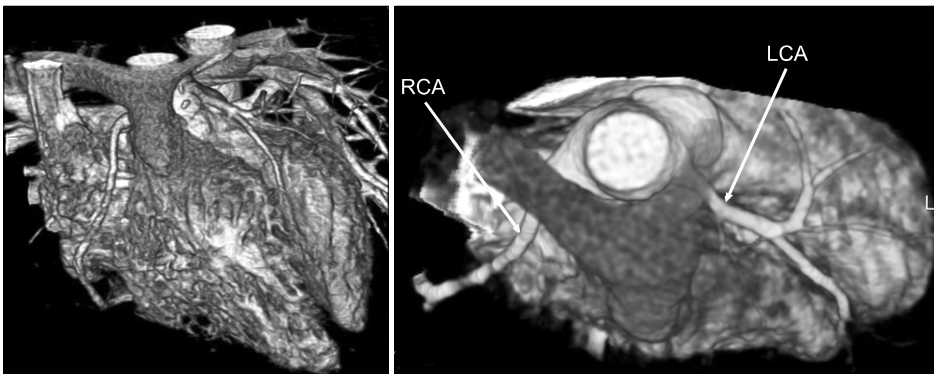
Postoperative CT angiography. LCA (left coronary artery) was re-implanted on the left lateral side of the aorta.
